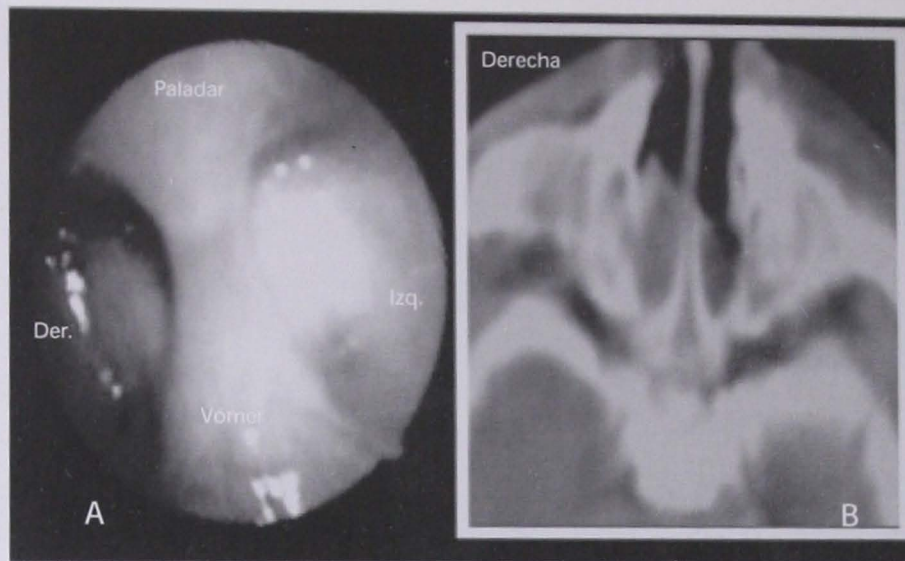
A. Vista endoscópica nasofaríngea posterior. B. TC en corte transversal mostrando retención de moco en ambas cavidades nasales, placa atrésica óseo-membranosa, ensanchamiento del vómer y disminución del espacio aéreo nasal posterior.
